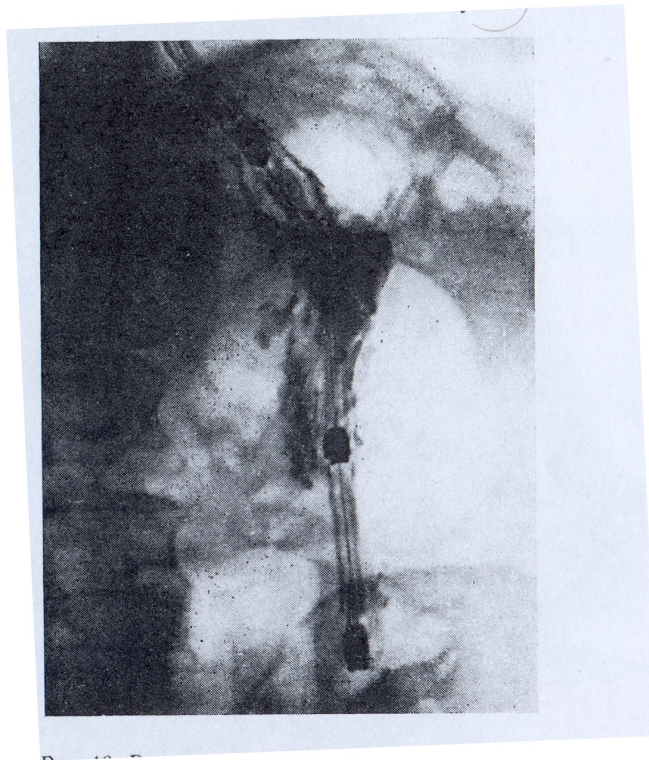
Рентгенограмма больного 3.
